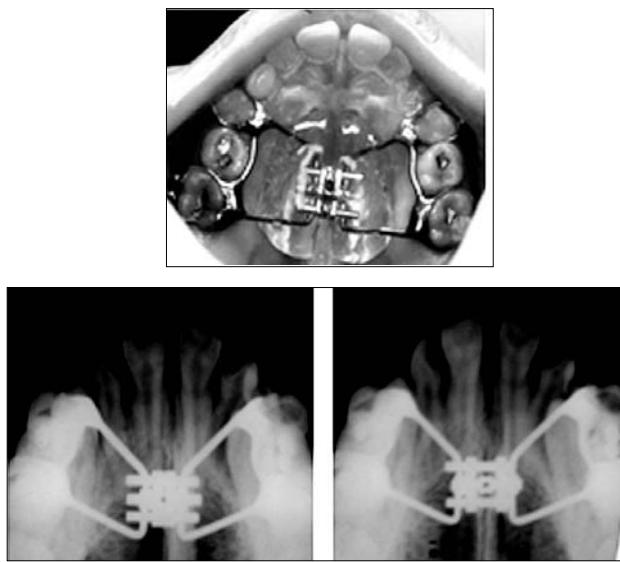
Disjuntor Haas e as radiografias de acompanhamento da ERM
